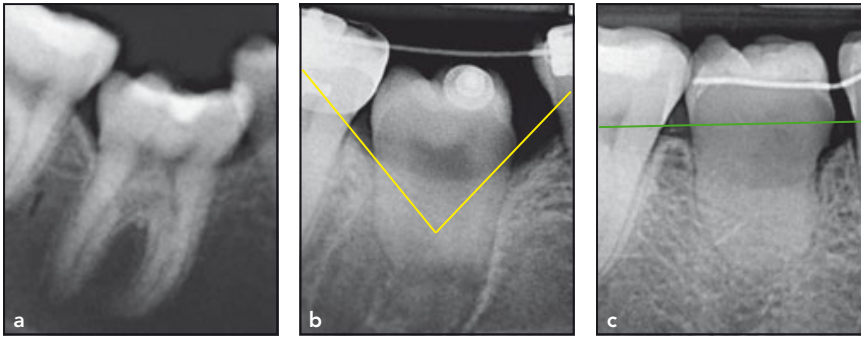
(a) Ausschnitt einer vor der Behandlung angefertigten Panoramaröntgenaufnahme (Mai 2009). Konkaver Knochendefekt am retinierten unteren rechten ersten Molar mehrere Millimeter apikal der Nachbarzähne. (b) Intraorale Röntgenaufnahme 3 Monate nach der Autotransplantation des oberen rechten dritten Molars. (c) Intraorale Röntgenaufnahme 3 Jahre postoperativ (November 2012). Verbindungslinien zwischen der SZG des transplantierten Molars und den angrenzenden Zähnen. Der interproximale Knochen hat wieder sein normales Niveau.
